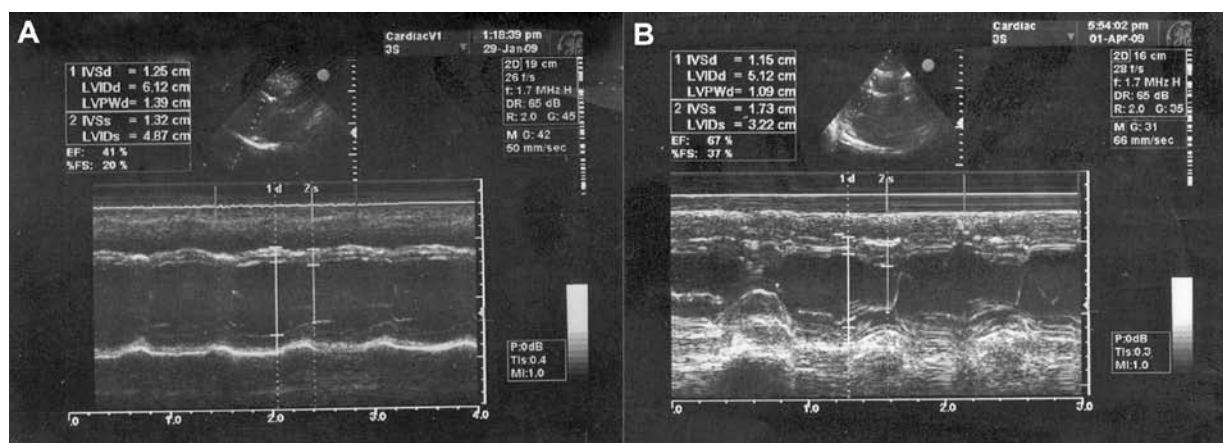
Echocardiographic imaging of the patient (A) at the hospitalization day and (B) at the discharged
